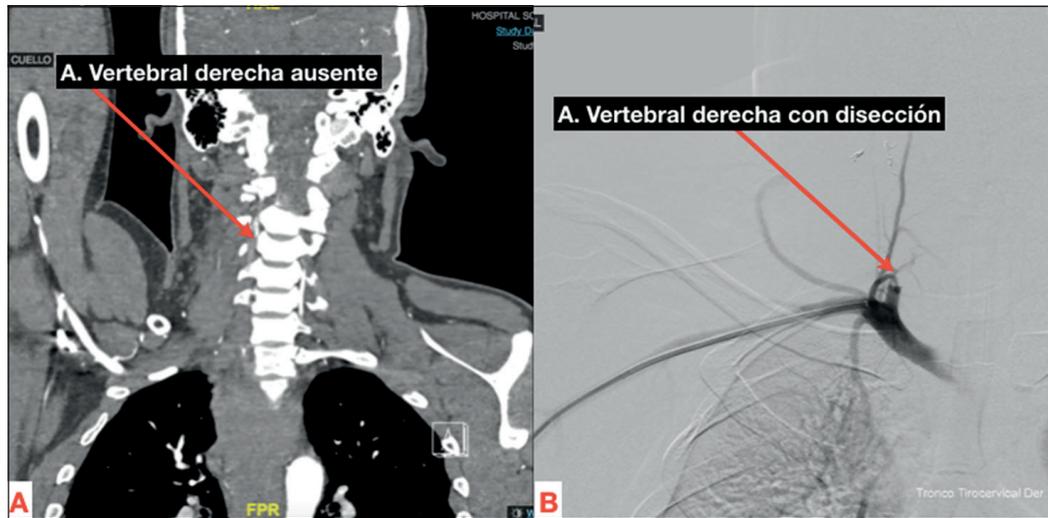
A. Angiografía por tomografía computarizada que muestra ausencia de arteria vertebral (AV) derecha en su porción V2. B. Se observa angiografía que muestra amputación por disección de AV en porción V1.
